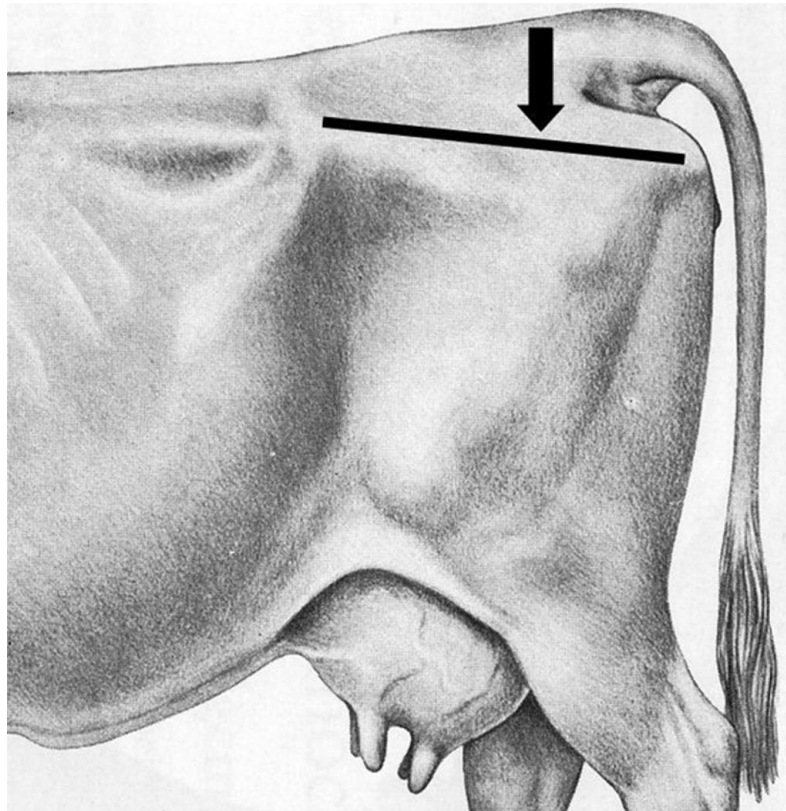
Vista lateral de la zona para la medición de grasa mediante el uso de ultrasonografía (Schröder y Staufenbiel, 2006)
